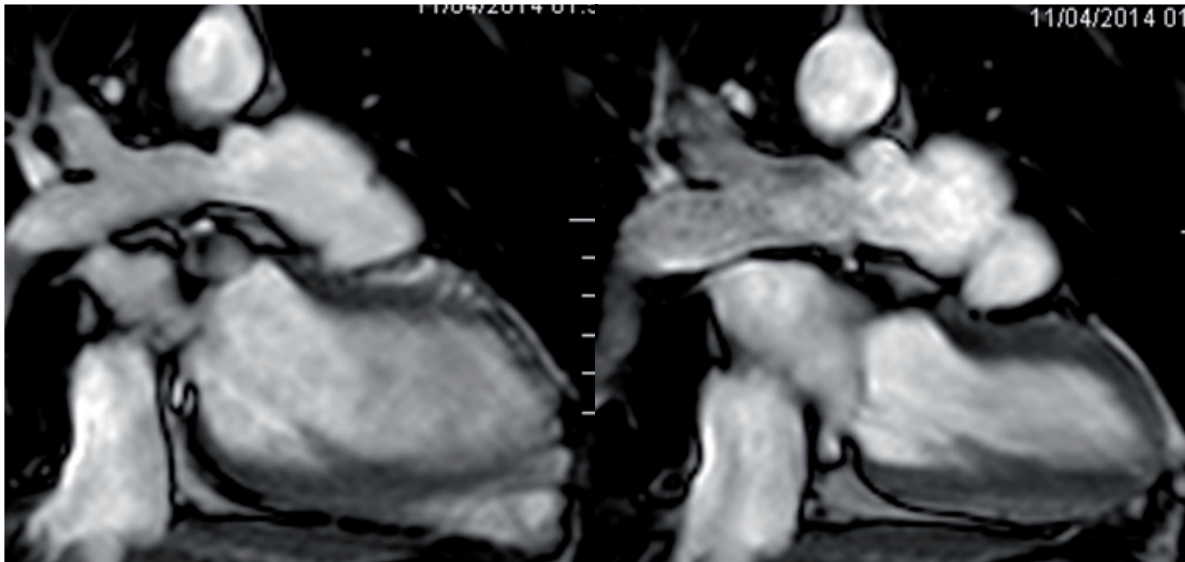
Imagen de resonancia magnética con contraste donde se observa dilatación de arteria pulmonar con estenosis en su origen.
